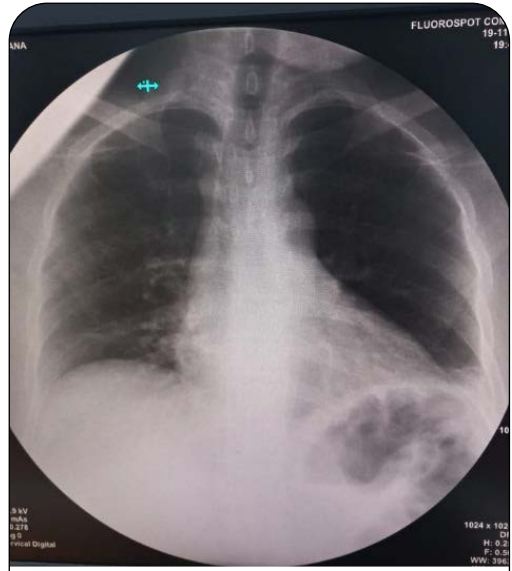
Radiografía de tórax posteroanterior con el corazón en posición normal (levocardia).
